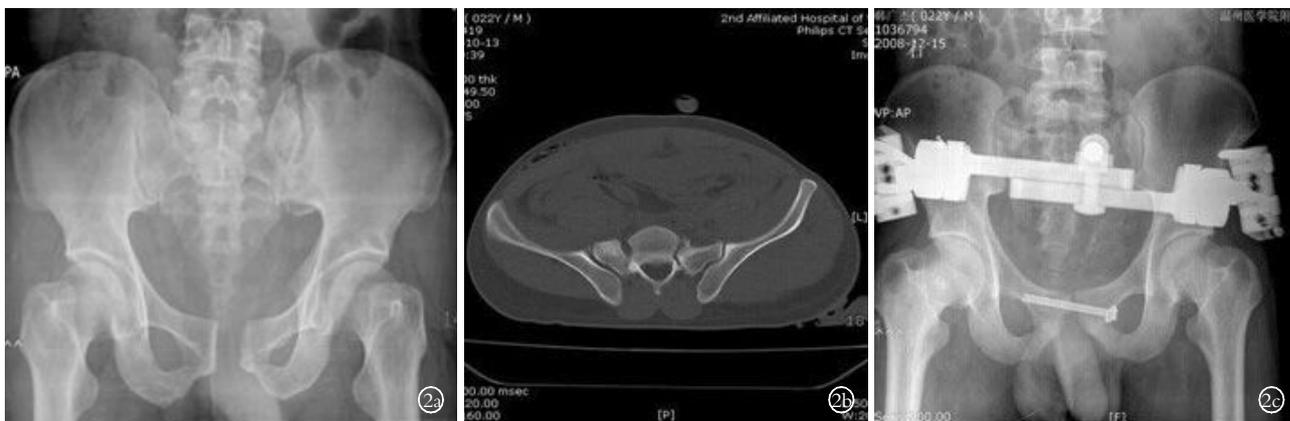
患者,男,22 岁,骨盆骨折 Tile C 型 2a,2b. 术前骨盆正位 X 线及 CT 示左侧骶髂关节脱位,耻骨联合分离 2c. 术后 1 d 骨盆 X 线片示骨折取得良好复位,螺钉置入位置准确 2d. 术后 1 年骨盆 X 线片显示骨折愈合
